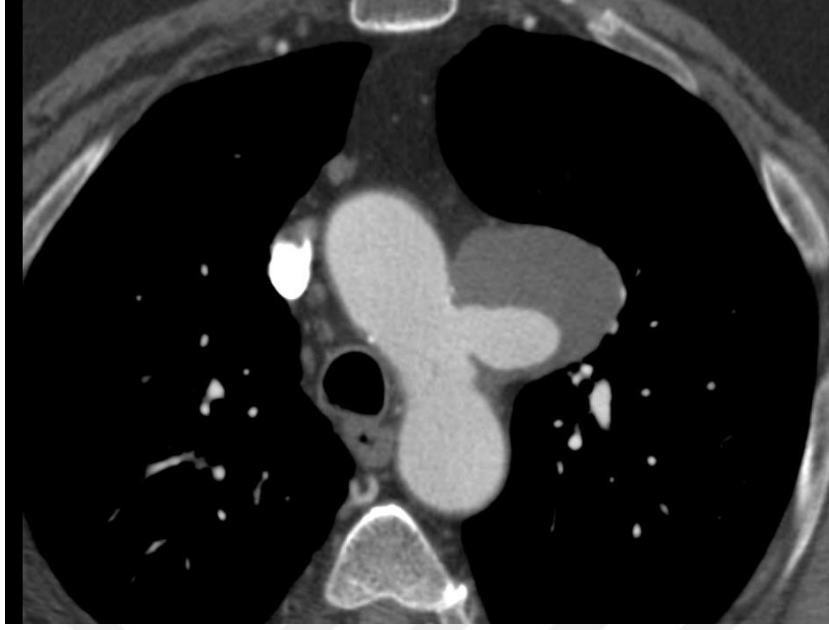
Pulmoner tromboemboli, toraks anjio BT (223-230)
